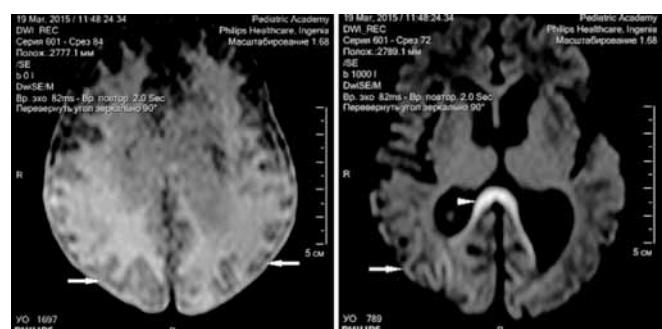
МРТ головного мозга ребенка в возрасте 6 недель с неонатальной гипогликемической энцефалопатией. Аксиальная плоскость, диффузно-взвешенные изображения (DWI). Стрелками указаны диффузные изменения МР-сигнала от коры головного мозга. Наконечник стрелки указывает на изменения колена мозолистого тела
